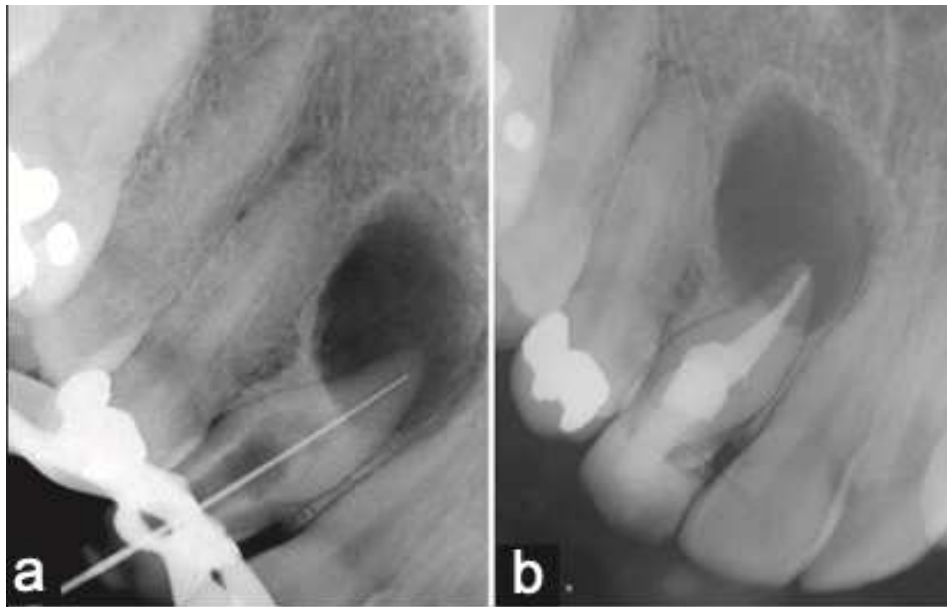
Radiographie rétro-alvéolaire de détermination de la longueur de travail (a) Radiographie rétro-alvéolaire post opératoire (b). [64]
